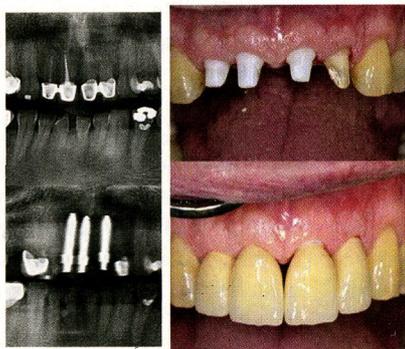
Röntgenbilder vor und nach der Implantation sowie diese vollständig metallfreien Keramikimplantate (hier: SDS Root Design) nach Einheilung mit Kronenversorgung im Mund
